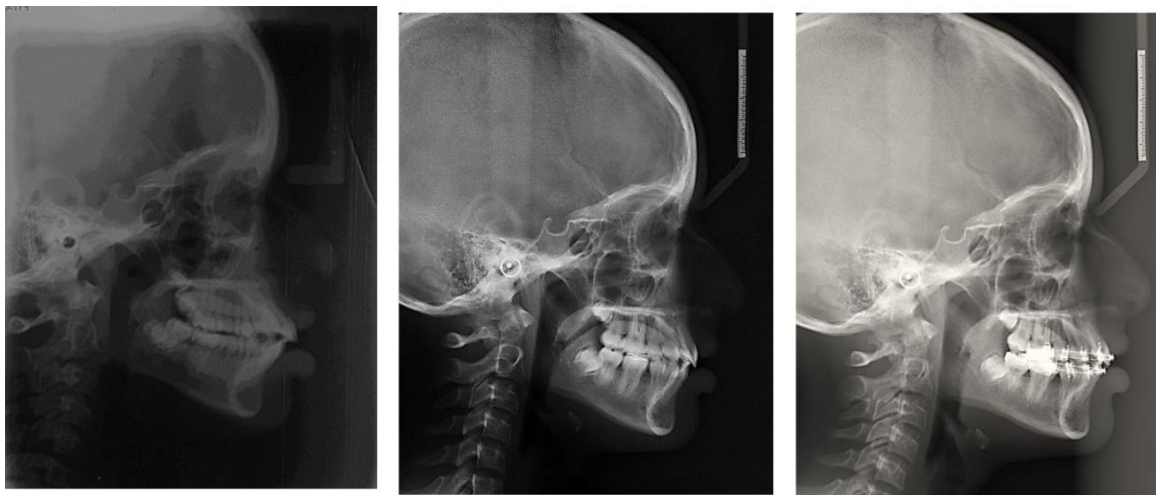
Radiografía lateral de cráneo inicio – Progreso y Post-tratamiento
